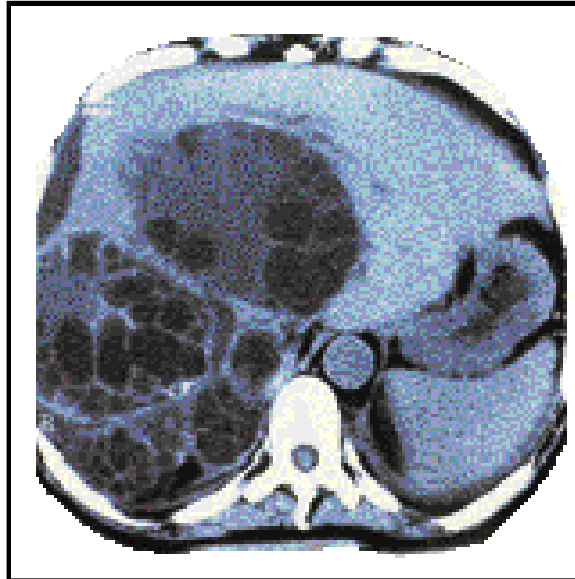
TDM abdominale objectivant deux volumineux kystes hydatiques du foie et des kystes hydatiques péritonéaux. [29]
